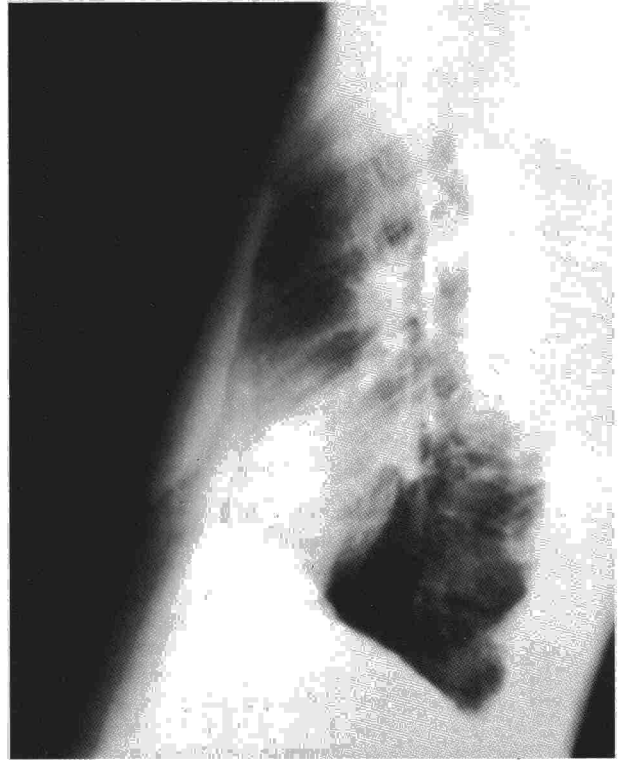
Radiografía lateral postoperatoria: situación de la prótesis.
